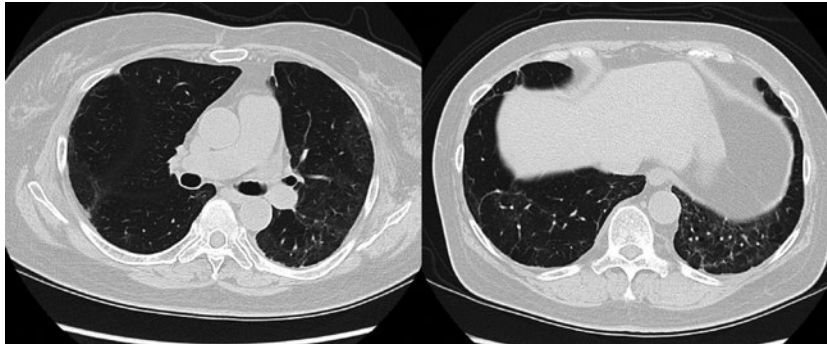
Chest CT on day 296 shows faint ground-glass opacity (GGO).
